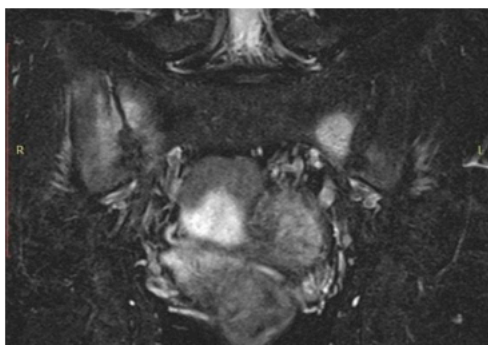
А. МР-томограмма КПС в коронарной проекции, режим STIR. Больной А, 21 лет. В субхондральных отделах крестцово-подвздошного сочленения с обеих сторон на фоне отека костного мозга определяются локальные участки эрозии замыкательных костных пластинок
